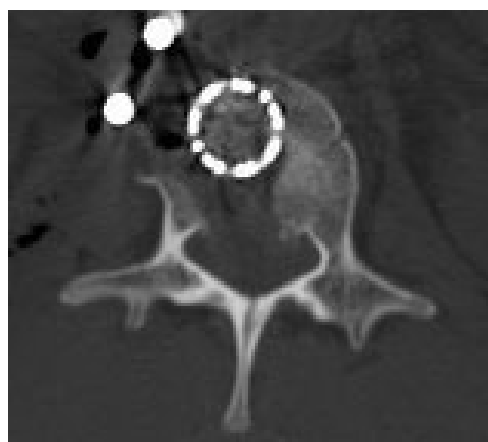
КТ-исследование L1 позвонка того же больного после операции
